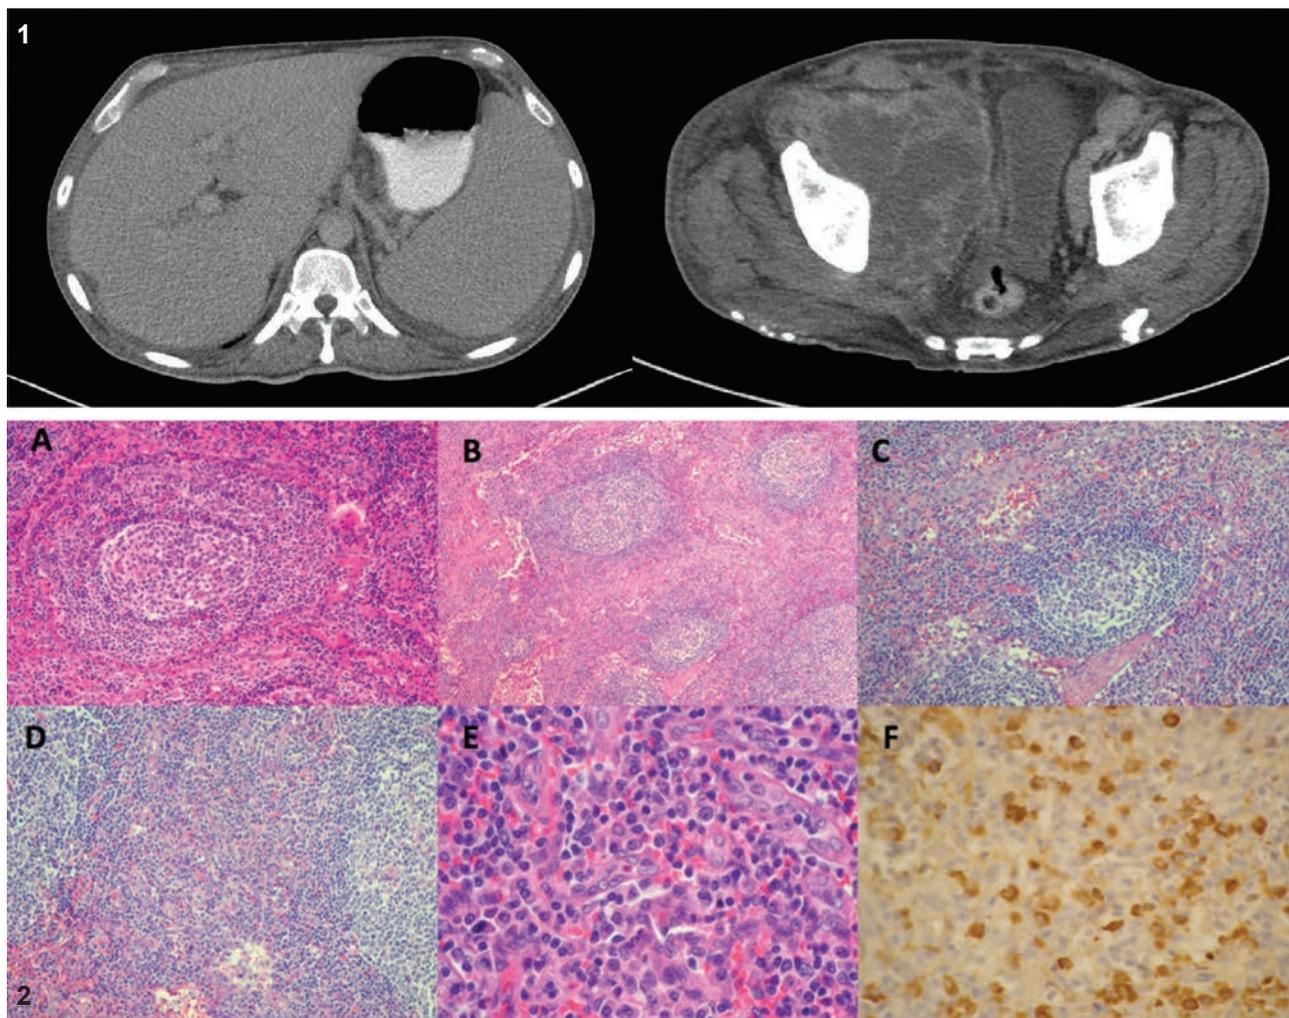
(1) Tomografía computada que muestra adenomegalia generalizada: mediastinal, axilar derecha, hepato-esplenomegalia, así como un conglomerado ganglionar localizado en el retroperitoneo de 15 x 5 x 7 cm.
